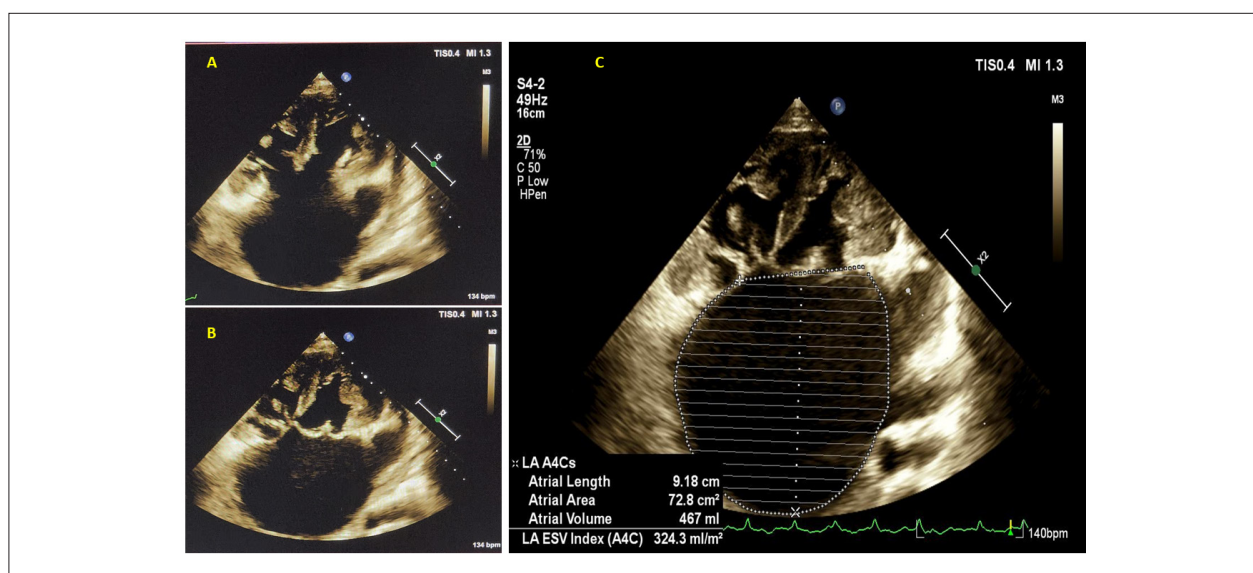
Ecocardiograma transtorácico apical 4 câmaras (A4C): A) Valvas AV esquerda e direita abertas e no mesmo plano. B) Valvas AV esquerda e direita fechadas. C) A imagem mostra o volume do átrio único.
